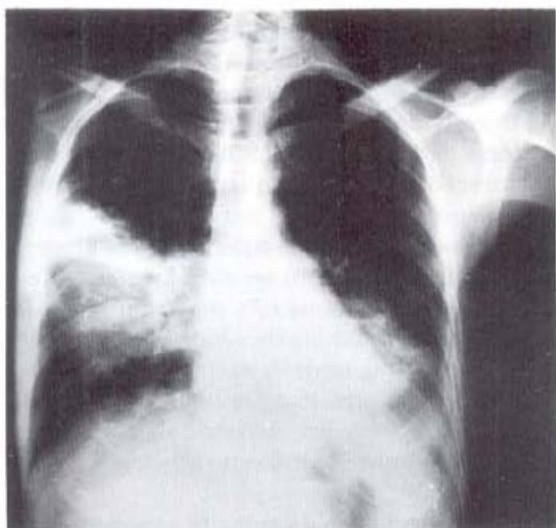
Radiografia do 1º dia de internação (Pronto-Socorro) demonstrando infiltrado alveolar e intersticial no campo médio do hemitórax direito (HTD) e base de hemitórax esquerdo (HTE).
